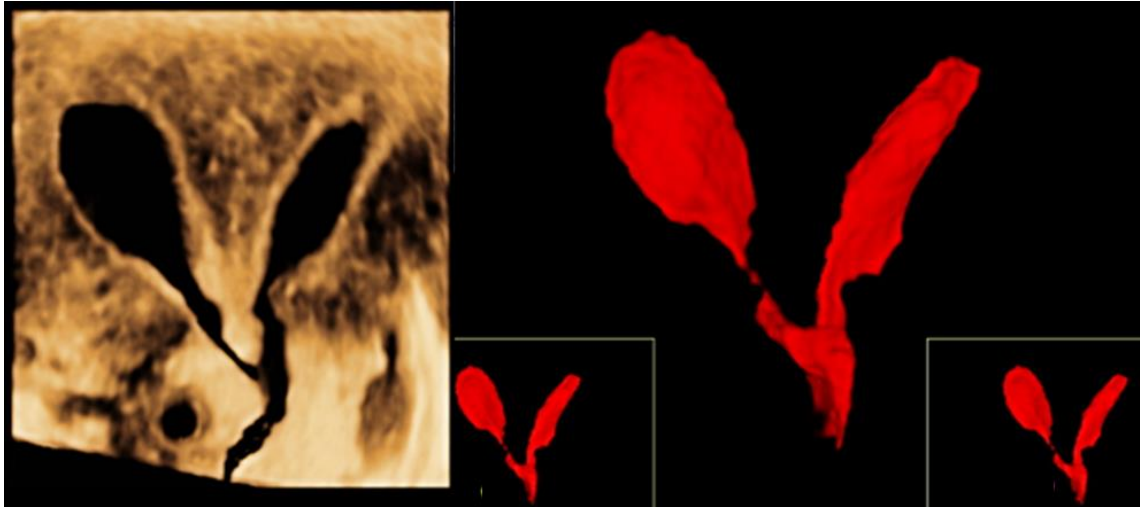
Útero comunicante con ecografía 3D modo Inverso a la izquierda y AVC a la derecha.
